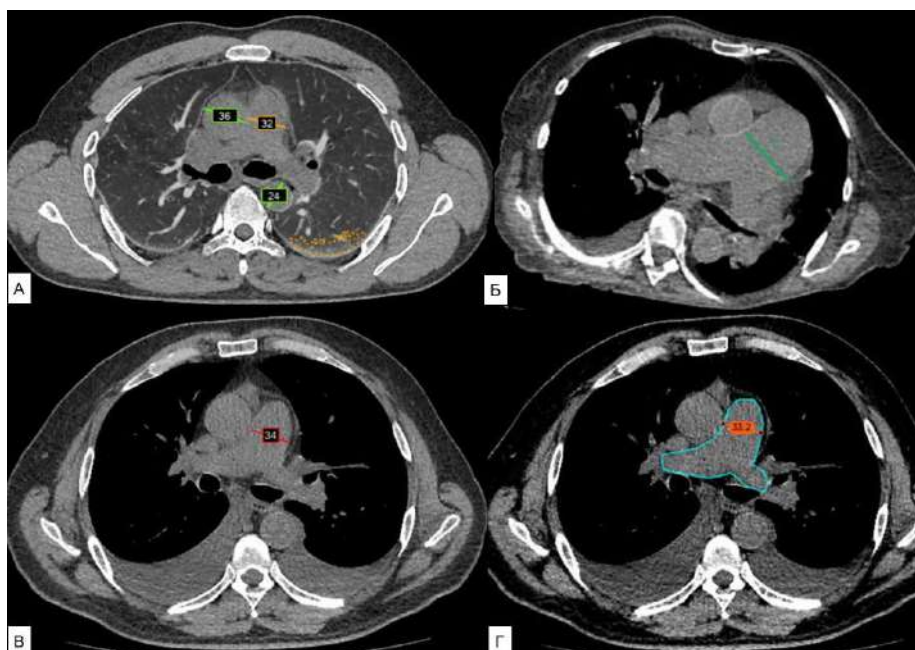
Пример работы отечественных ИИ-сервисов на КТ ОГК. ИИ корректно выделил и обозначил расширение легочного ствола: А — оранжевая линия, Б — зеленая линия, В — красная линия, Г — ярко-оранжевая линия с дополнительным бирюзовым контуром, который выделяет легочный ствол и правую и левую легочные артерии.
